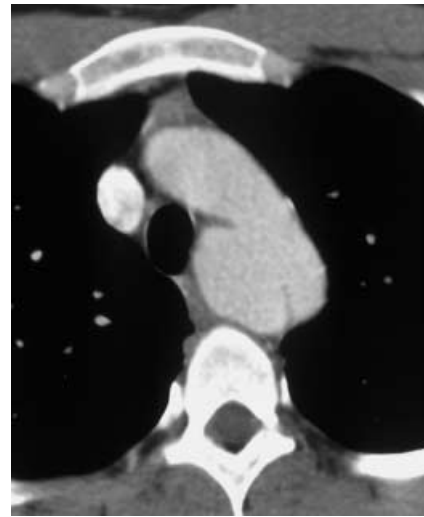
CT-Zeichen der Aortenverletzung (Aneurysma)
